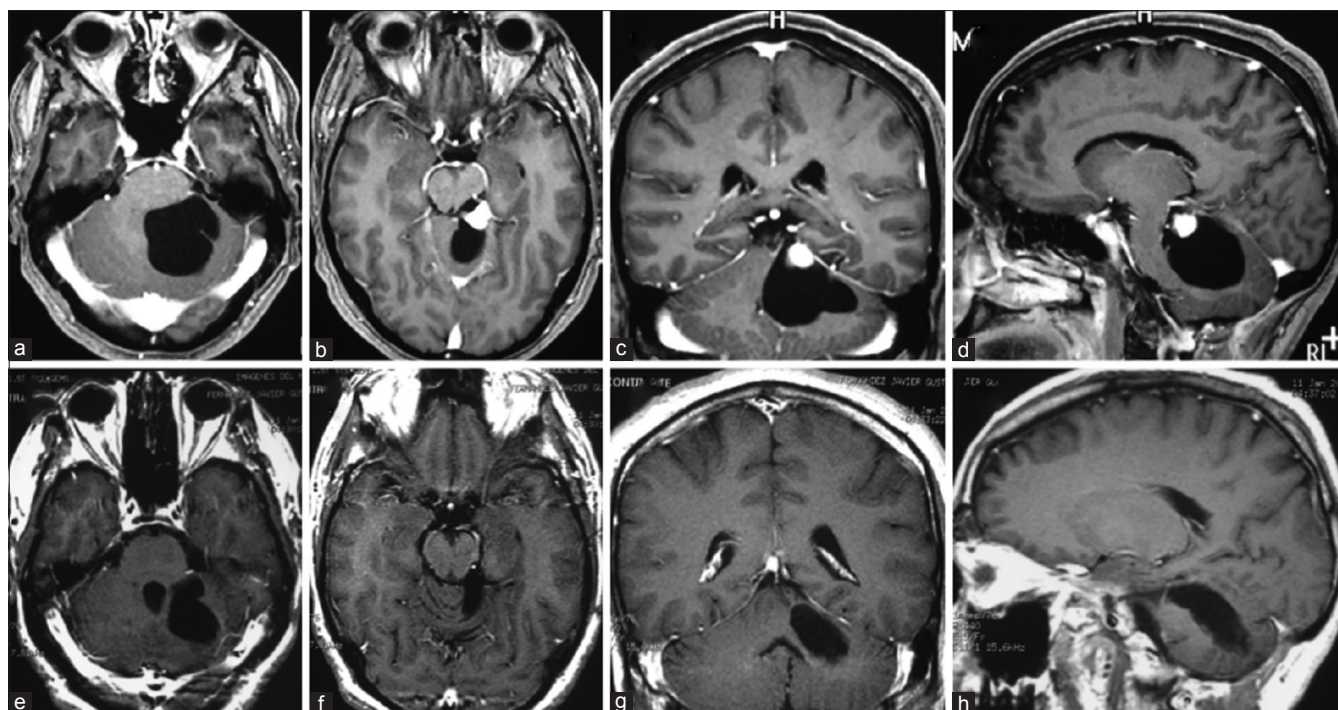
Hemangioblastoma quístico con nódulo. a-d, RM pre operatoria. e-h, RM post operatoria. (Ver video: <http://www.surgicalneurologyinternational.com/video/Hemangioblastoma.mp4>)
